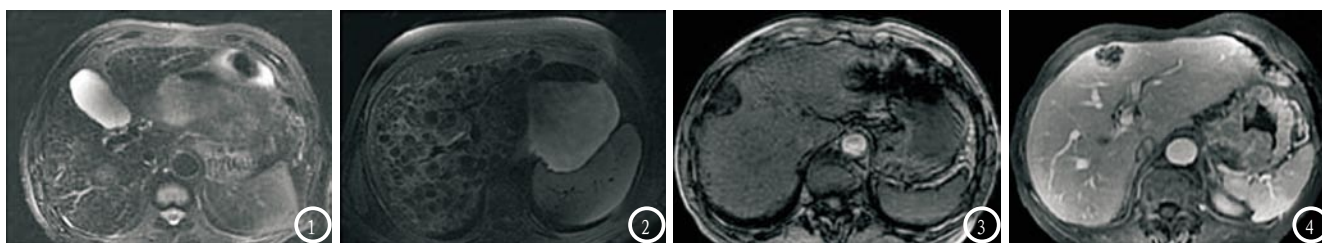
肝硬化结节MRI图像。图3-4 小肝癌MRI图像。
